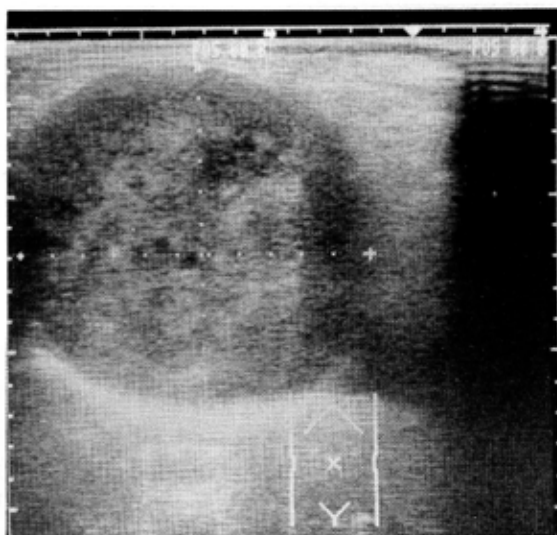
Ultrasonography indicates the large mass (10.2×10.9cm) in the right hepatic region.
